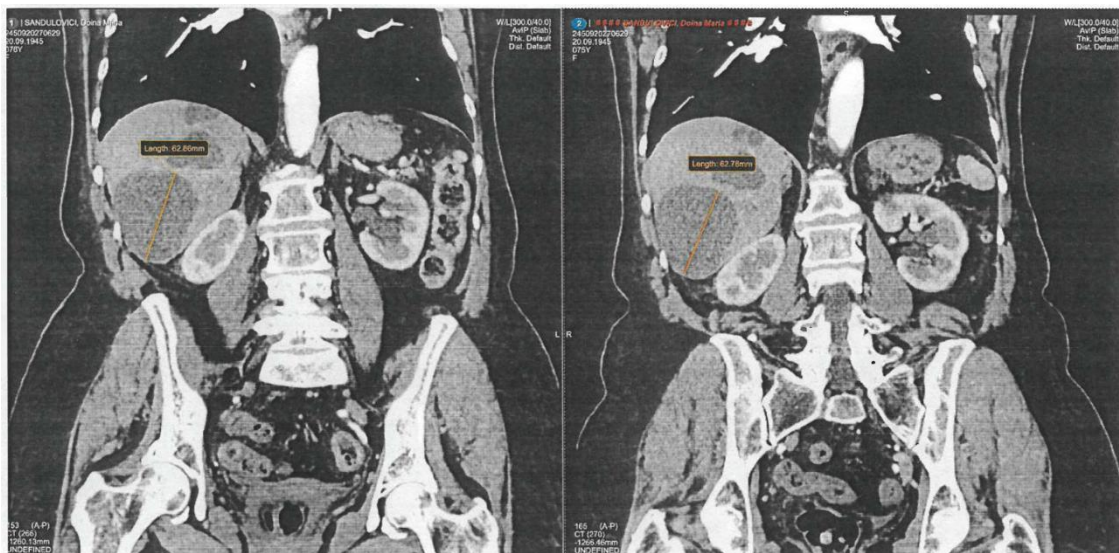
10.10.1: Aspect CT la 48 luni sub tratament cu Imatinib
